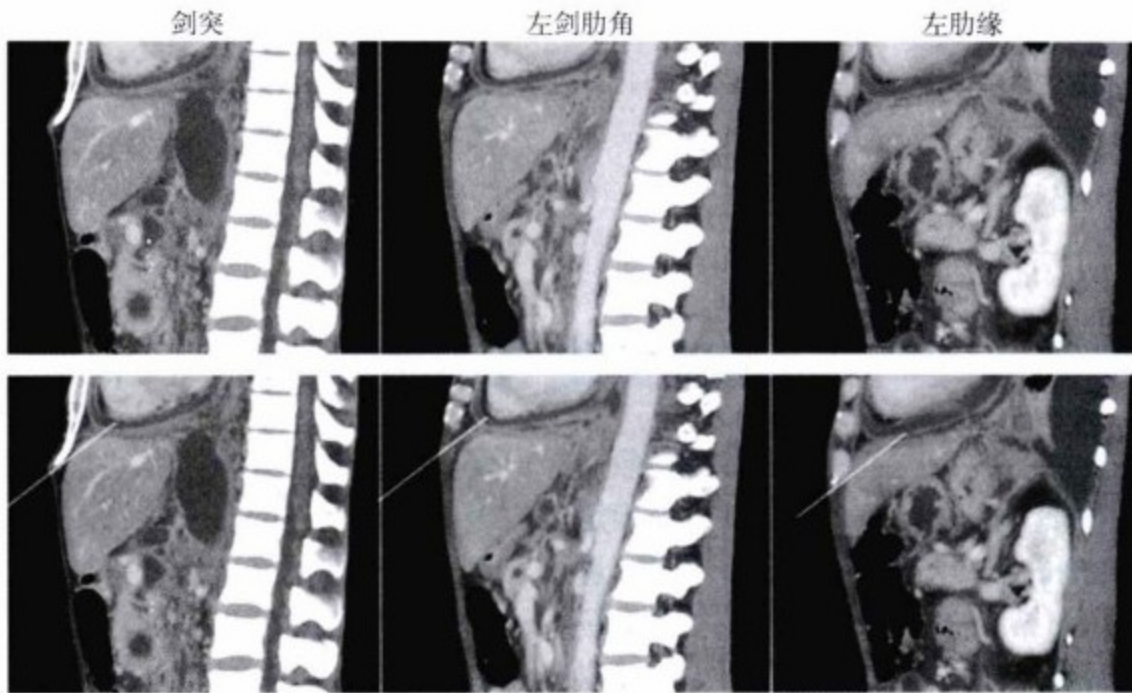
这几幅矢状增强 CT 图像显示导线或穿刺针由三个不同的位置进入心包腔的路径。左图，穿刺针剑突下进针的过程——路径，进入位置较低，经过肝顶。中图，从剑突肋骨角插入点的进针过程；进针途径经过肝上（这是避免肝脏的手术方式）。右图，沿肋骨缘插入的途径，也显示出有穿过肝脏的可能。所以，最佳的位置应是剑突肋骨角，也就是 Larrey 点。
